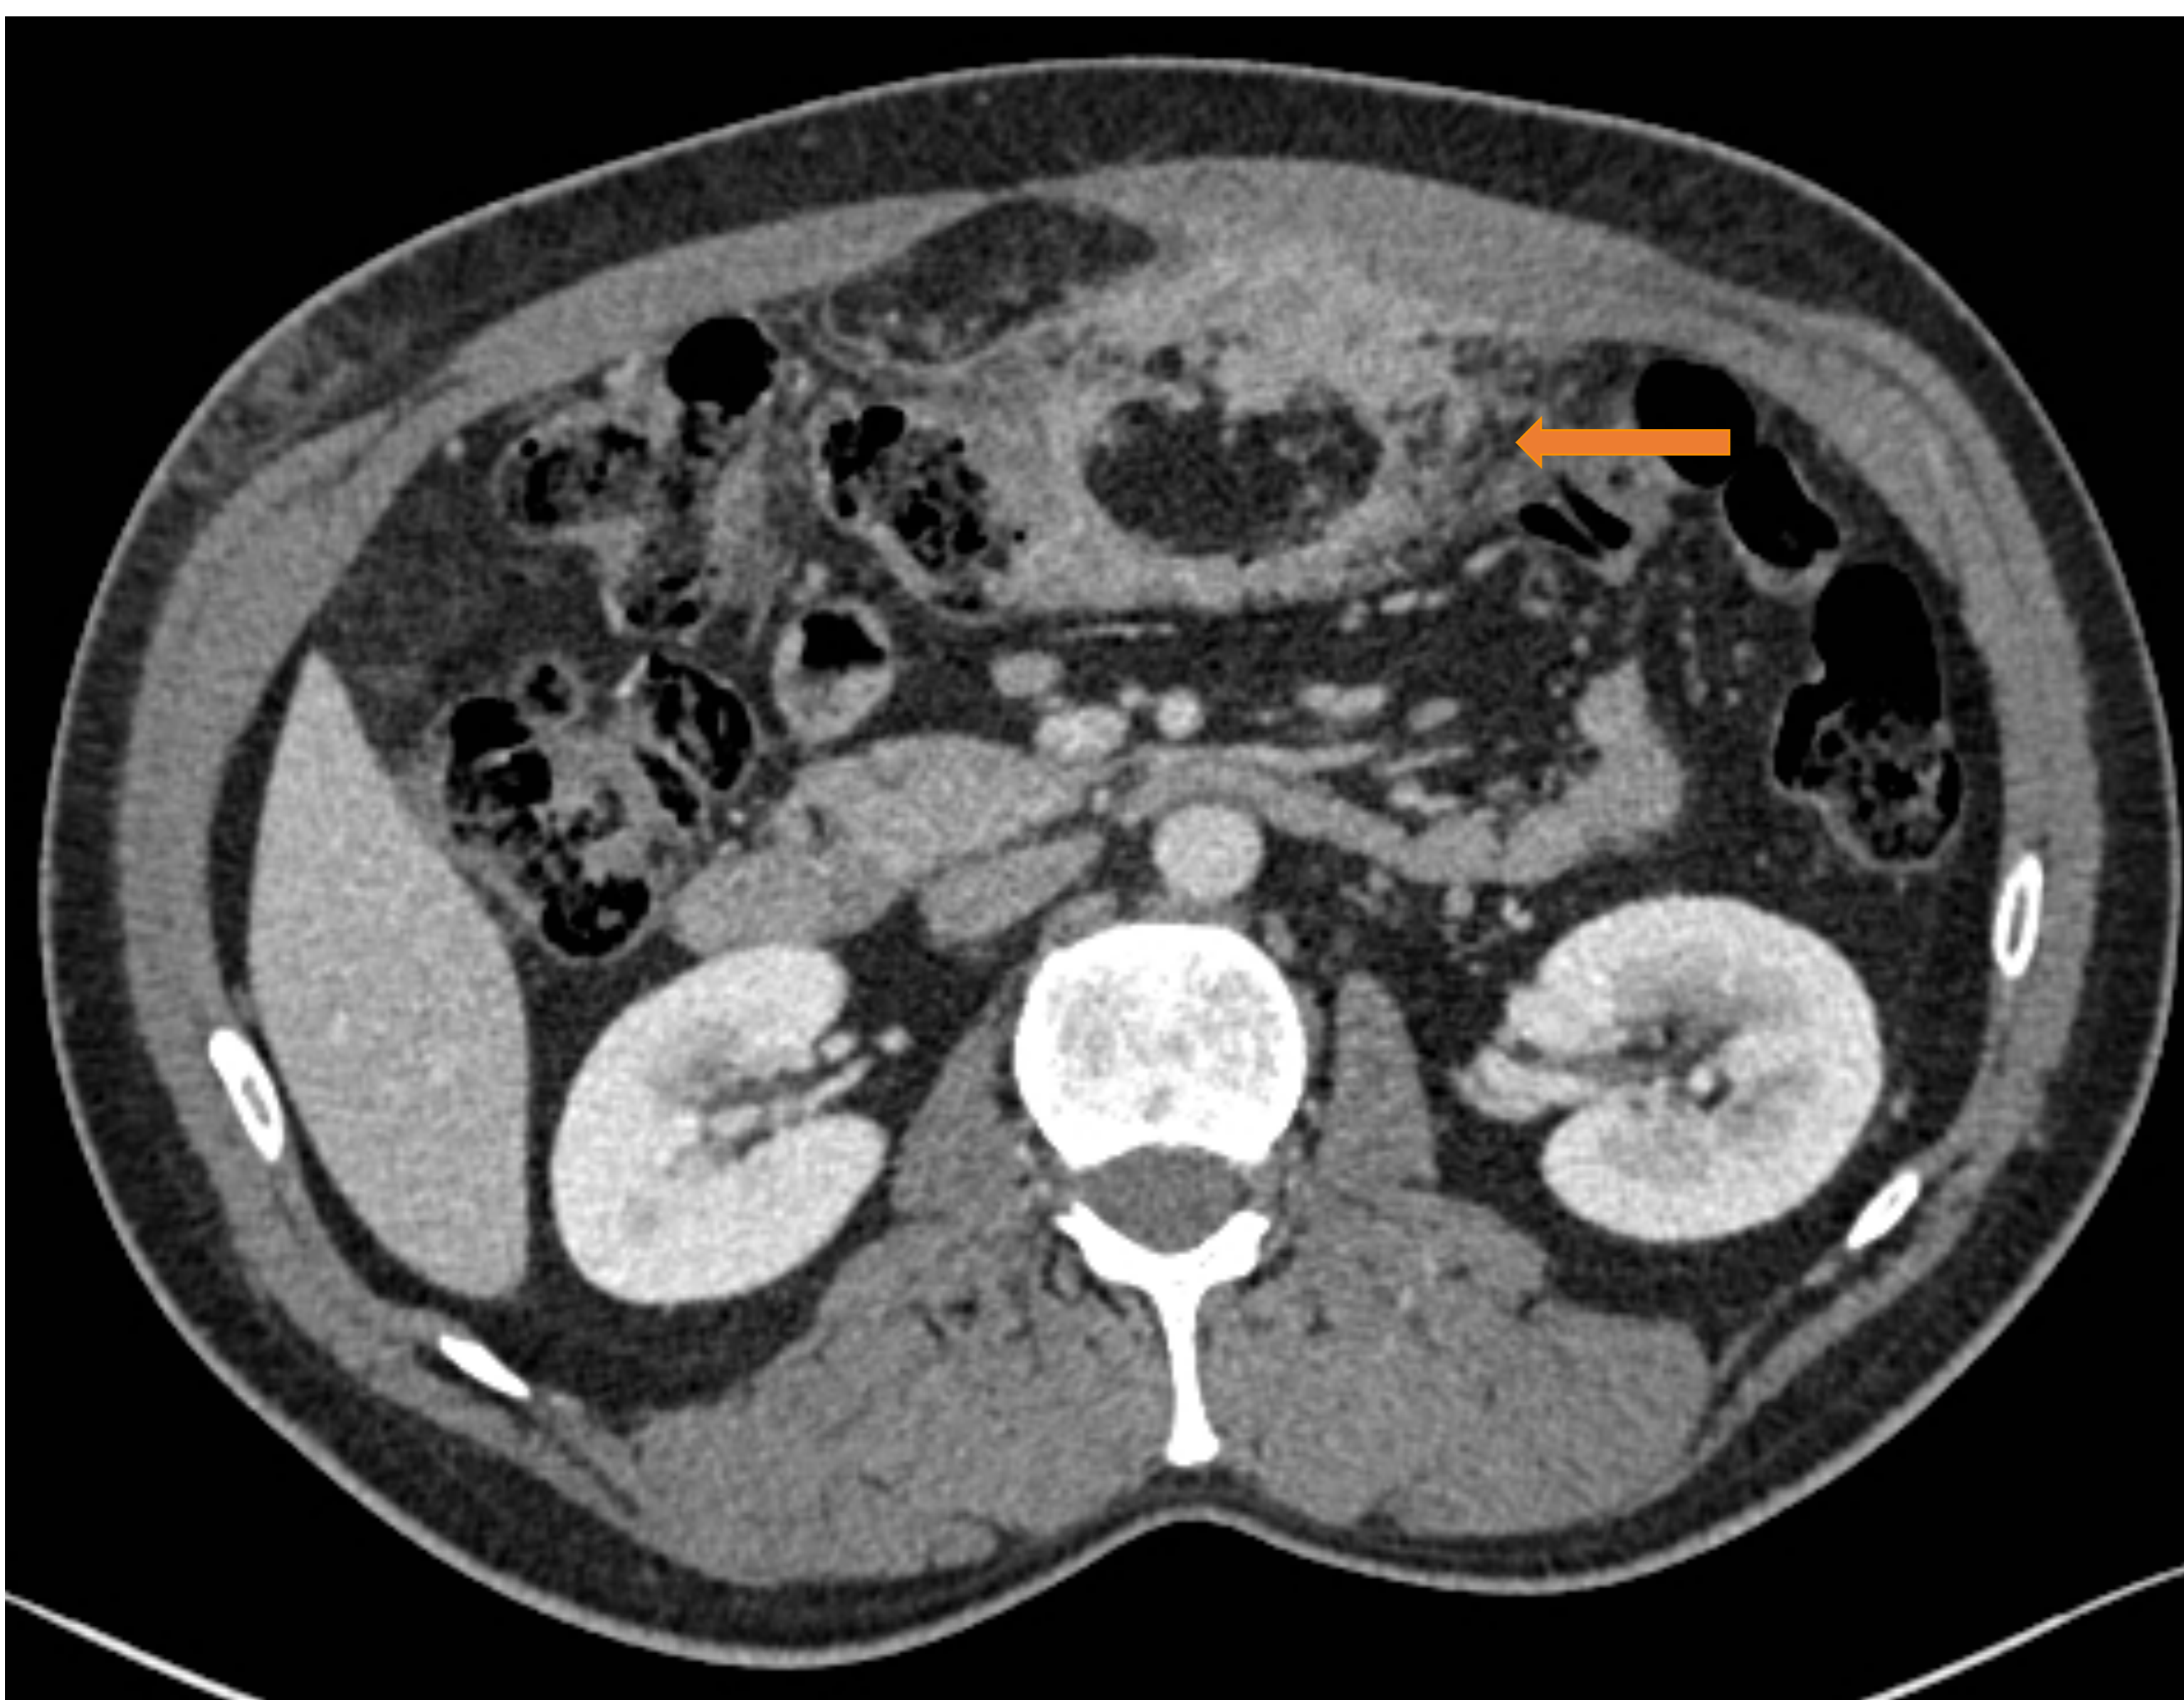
TC abdominal con CIV. Masa de densidad de partes blandas con centro hipodenso líquido en epiplón, con bordes mal definidos y con vasos tortuosos e ingurgitados a ese nivel. Los hallazgos sugieren infarto omental con zona central líquida (necrosis +/- sobreinfección)
